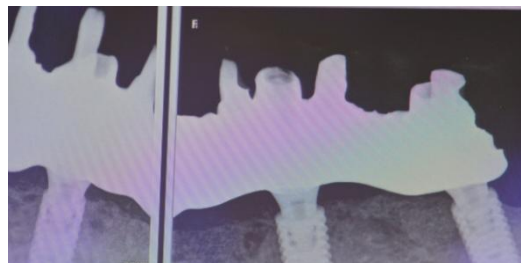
Radiographie de contrôle secteur 3
